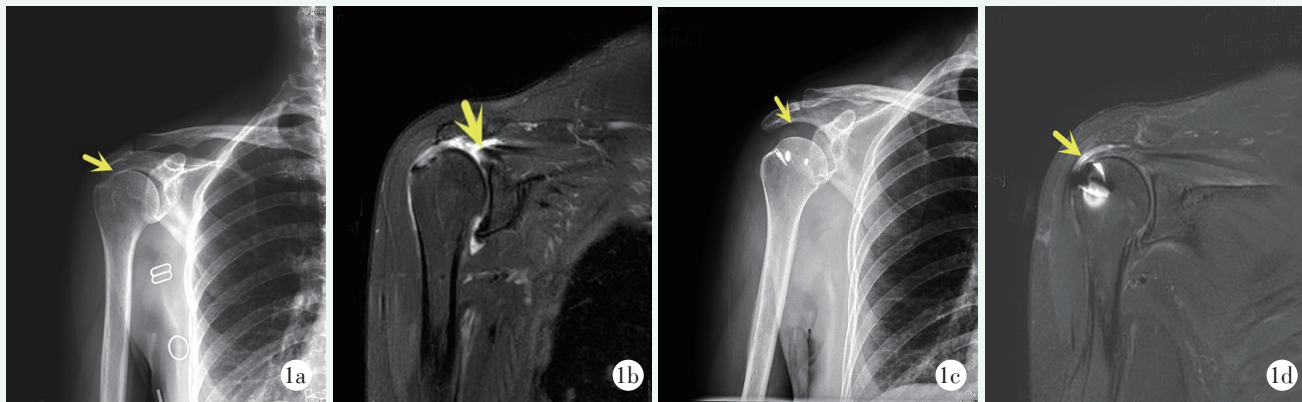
患者，女，60 岁。1a: 术前肩关节正位 X 线片，SAS 变窄至 6.5 mm；1b: 术前 MRI 冠状面 T2WI 见冈上肌腱连续性中断，残端回缩至关节盂水平；1c: 行开放阔筋膜桥接修复术后 3 年肩关节正位 X 线片，SAS 增加至 11 mm，白色高密度影为金属锚钉；1d: 术后 3 年 MRI 斜冠状面 T2WI 可见冈上肌腱连续，阔筋膜补片与冈上肌腱残端缝合处及肱骨头足印区愈合良好。
